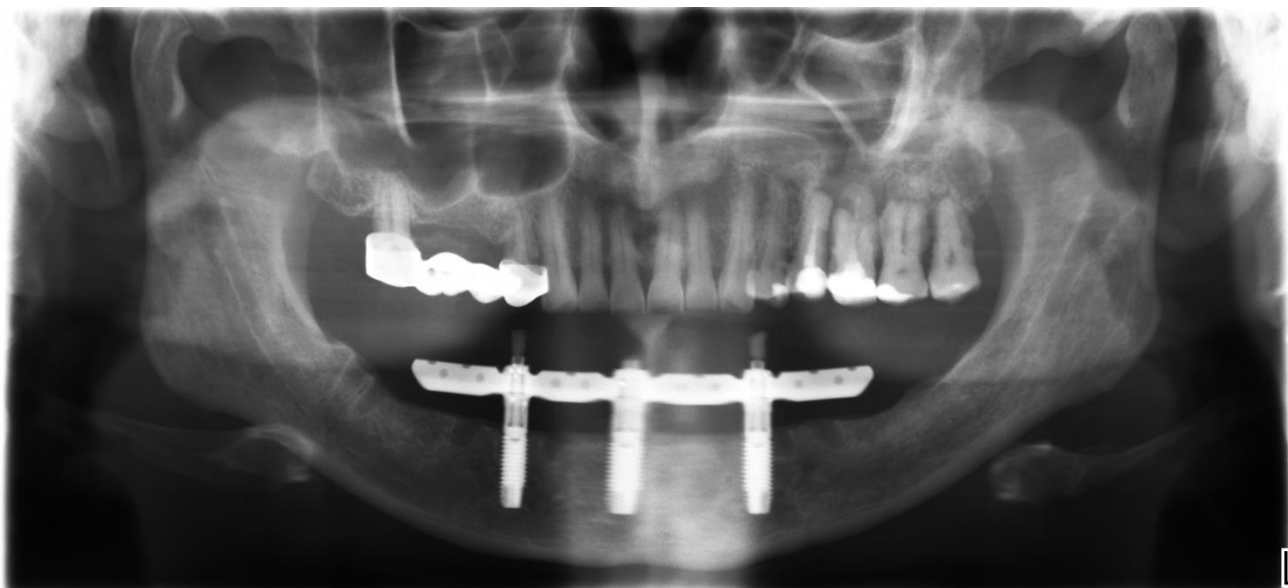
Ортопантомограмма пациента после фиксации протеза с опорой на 3 имплантата, пациент И.
